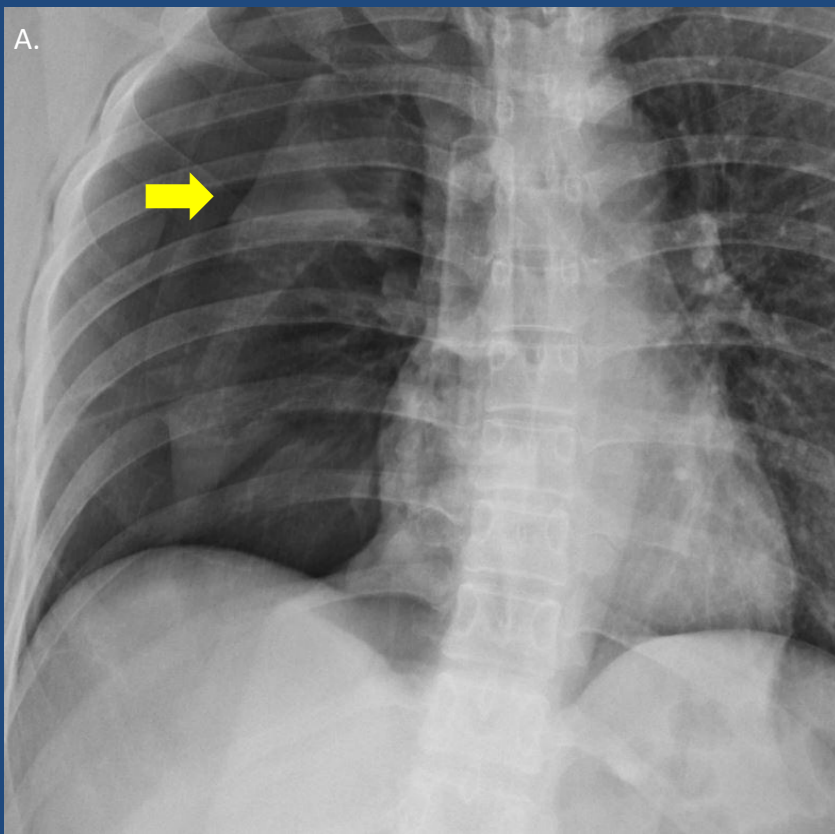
Fig A) Radiografía tórax frente donde se evidencia neumotórax derecho grado II (flecha amarilla).
